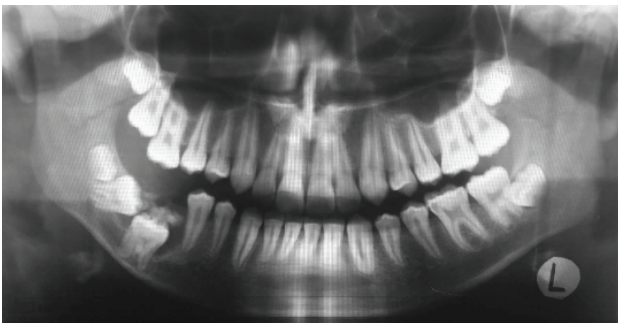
Панорамная рентгенограмма нижней челюсти пациента. У., 13 лет. Определяется одонтодисплазия 4.7., 4.6. Одонтома над коронкой 4.6
